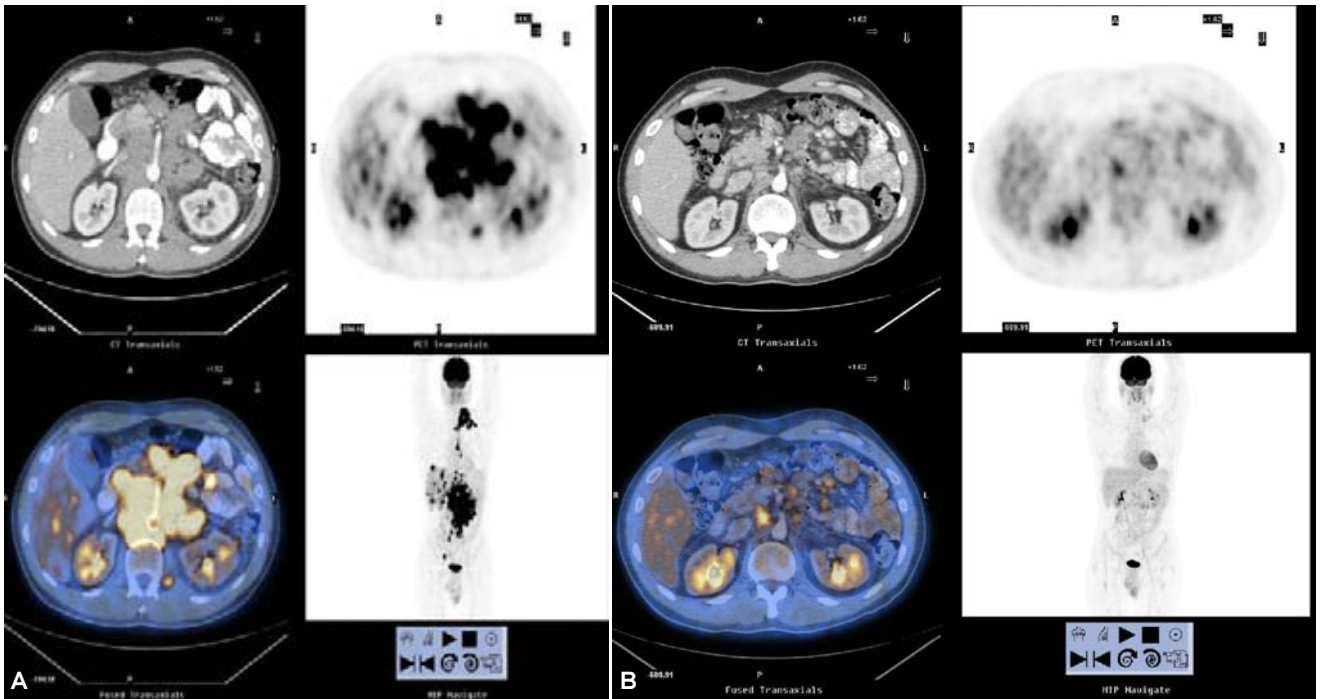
Seminoma. A) PET-CT que muestra adenomegalias retroperitoneales múltiples y lesiones focales en el hígado. B) PET-CT. Disminución del tamaño y número de las lesiones metastásicas después de tratamiento con quimioterapia (flechas) (Cortesía Dr. H. Murrieta Hospital ABC, México, D.F.).
